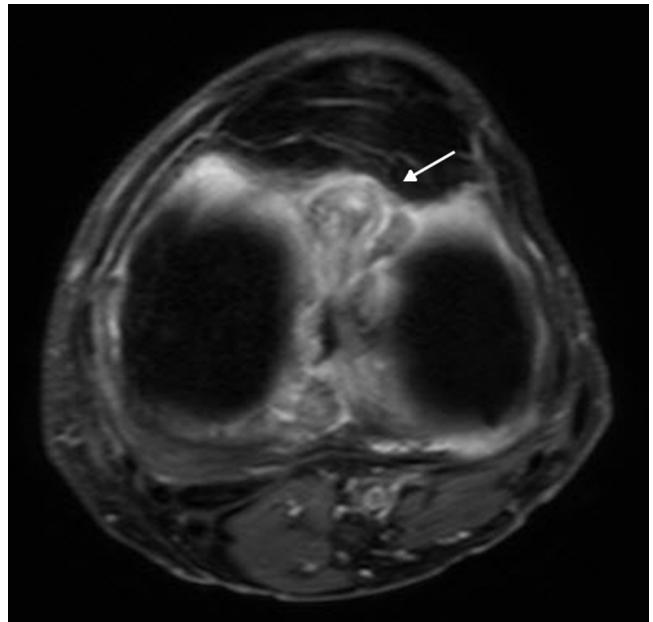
Resonancia magnética en plano axial DP SPAIR: la flecha señala el nódulo cíclope asociado a una lesión del ligamento cruzado anterior, sin ningún antecedente quirúrgico. La lesión tiene bordes parcialmente definidos y es heterogénea.
